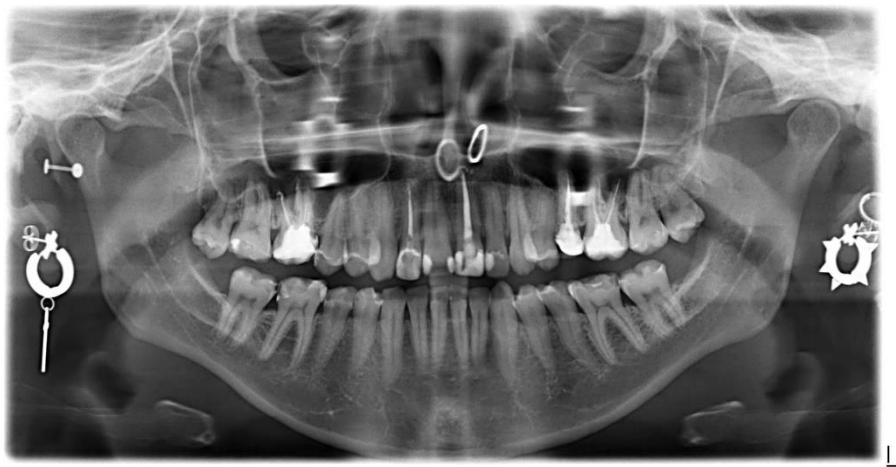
Выявленные рентгенологические изменения зубов у пациентки до начала лечения
